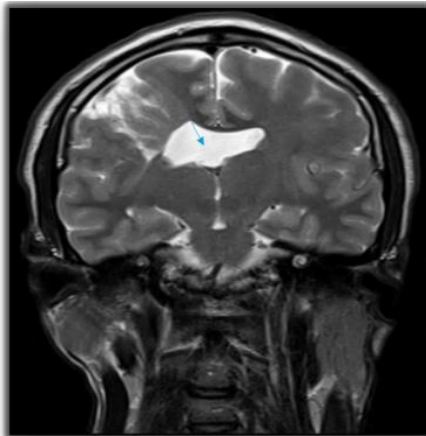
Resonancia magnética en corte coronal, con secuencia potenciada en T2. Se señala con la flecha una separación atípica de los ventrículos laterales con alteración de su morfología normal y ausencia del septum pellucidum.
